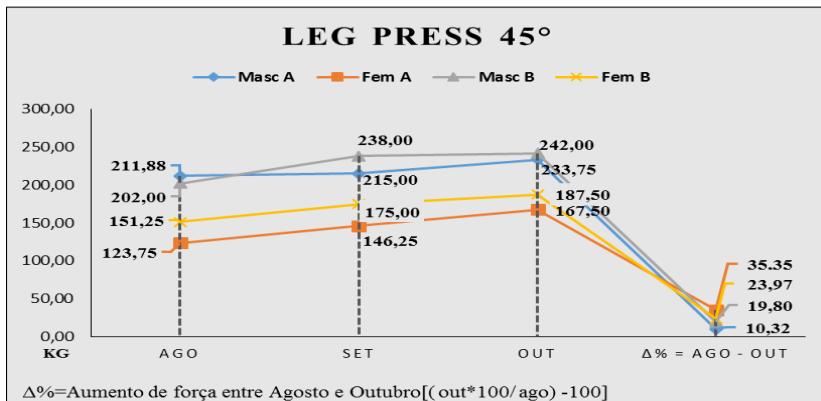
Médias dos valores do Teste de 1RM no Leg Press 45°.
